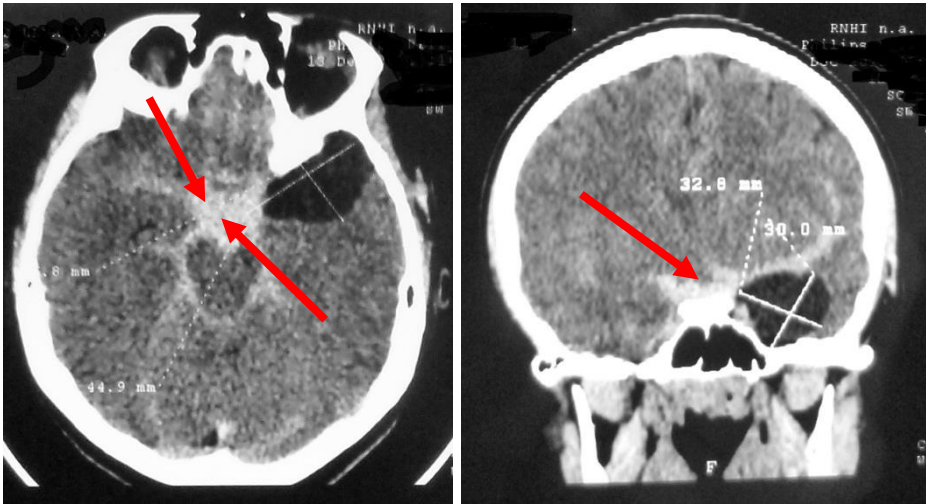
СКТ головного мозга (восходящая миелоцистерновентрикулография). Граница кисты с цистерной (указано стрелками)
